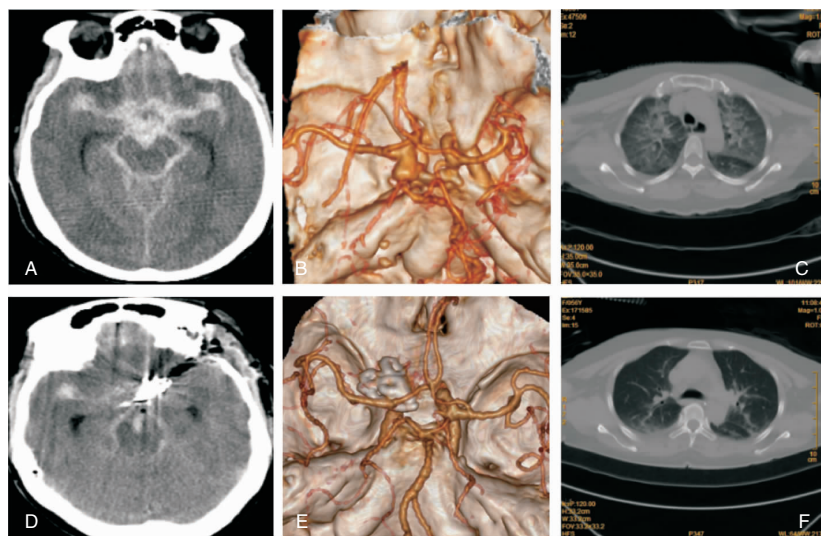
A、B 术前 CT 示左侧颈内动脉下壁动脉瘤,破口朝向脑干,C 示双肺浸润水肿;D、E、F 术后第二天 CT 见脑干周围血肿被清除,动脉瘤夹闭,肺水肿大部分已吸收
